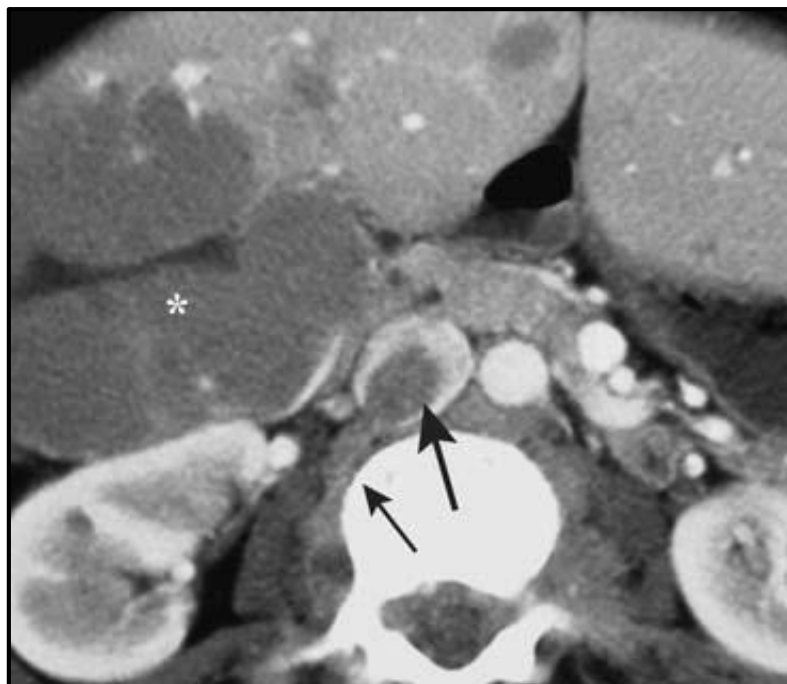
TDM en coupe axiale réalisé après injection de produit de contraste met en évidence la présence d'un thrombus d'une veine lombaire ascendante (flèche fine) étendu à la VCI (flèche épaisse) dans un contexte de métastases hépatiques d'un mélanome. (18)
